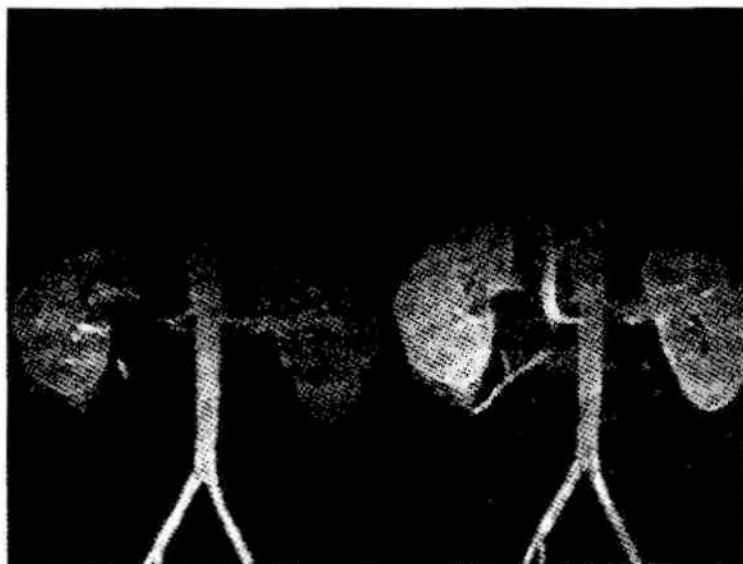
Опухоль почки. Магнитно-резонансная томография. Ангиорежим
